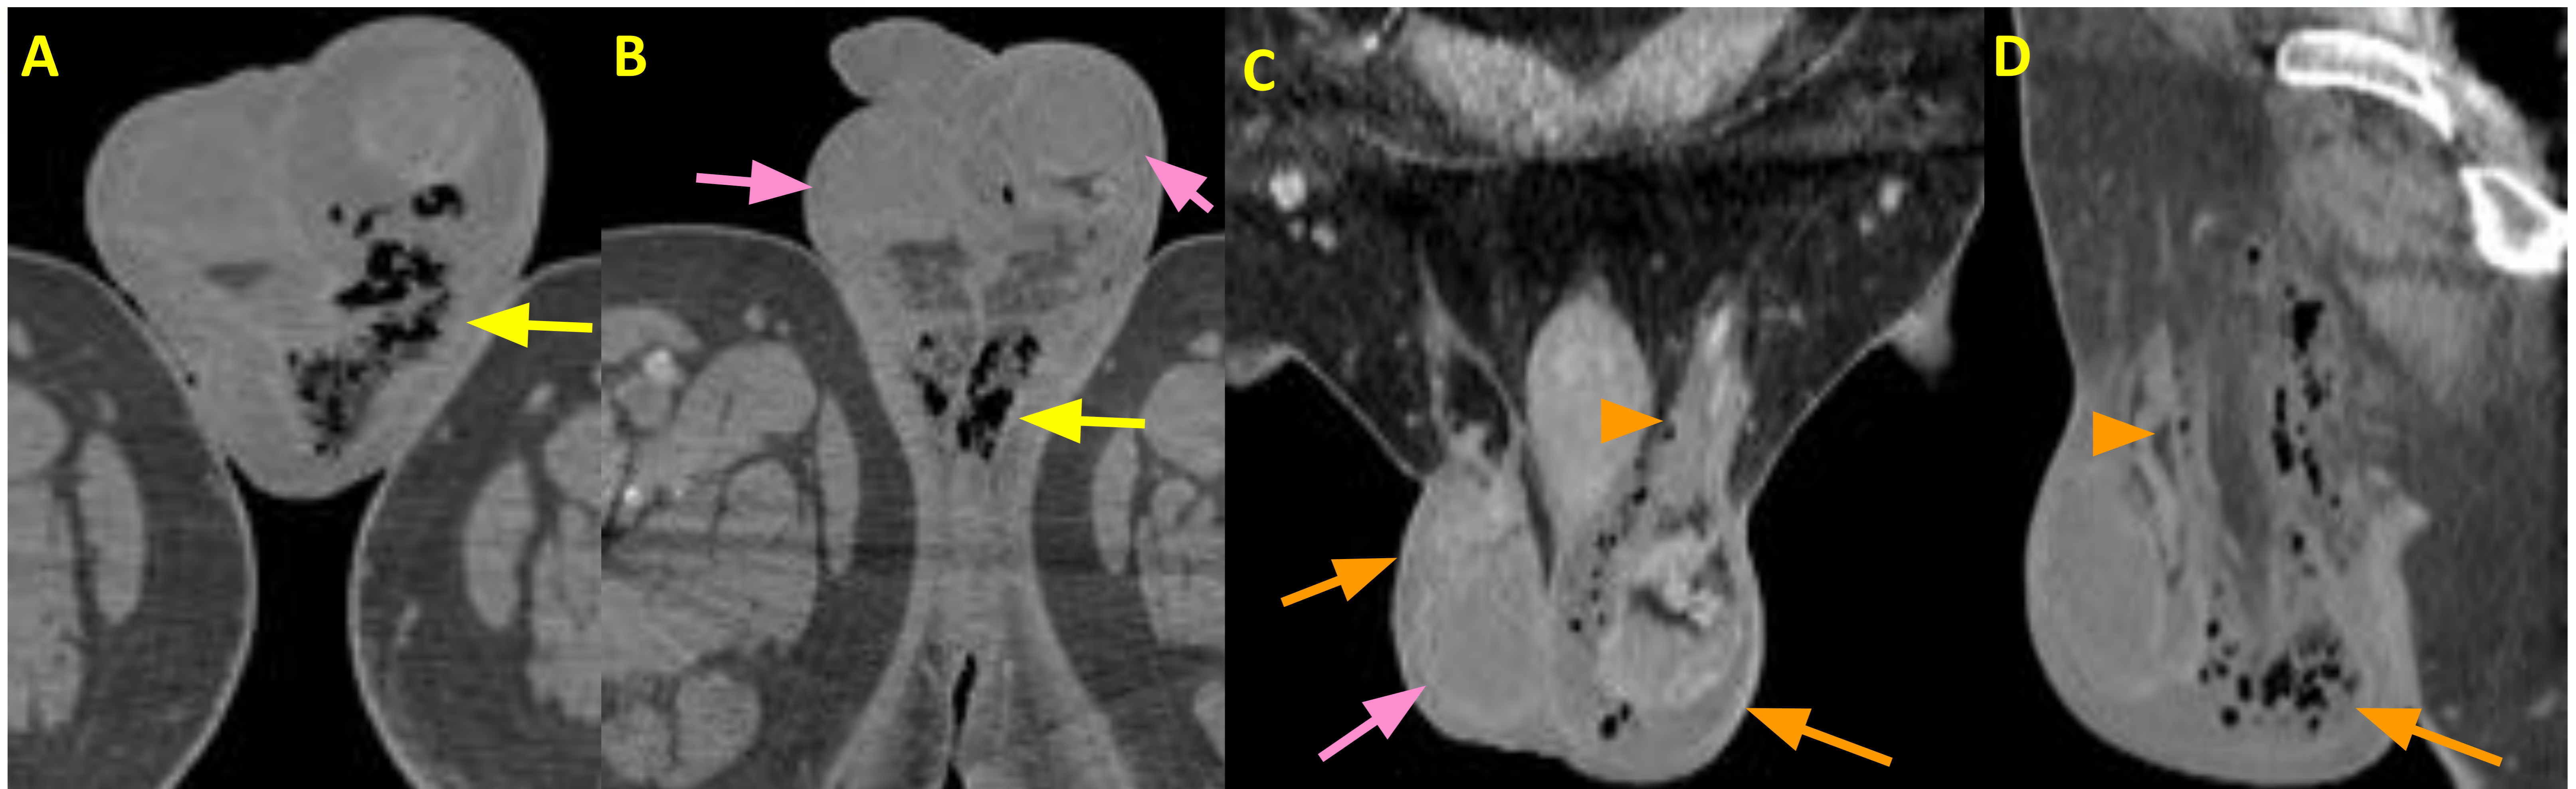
Gangrena de Fournier. Paciente diabético de 71 años que acude a urgencias con absceso perineal que se desbrida quirúrgicamente. A los dos días presenta empeoramiento clínico y analítico con afectación inflamatoria perineal y del escroto. Se realiza TC urgente (A,B,C,D) y se observa una colección hidroaérea a nivel perineal de paredes realzantes (flecha amarilla), con extensión hacia ambas bolsas escrotales (flechas naranjas) y canal inguinal izquierdo (punta de flecha naranja). Engrosamiento e hipercaptación de capas escrotales (flechas rosas).
